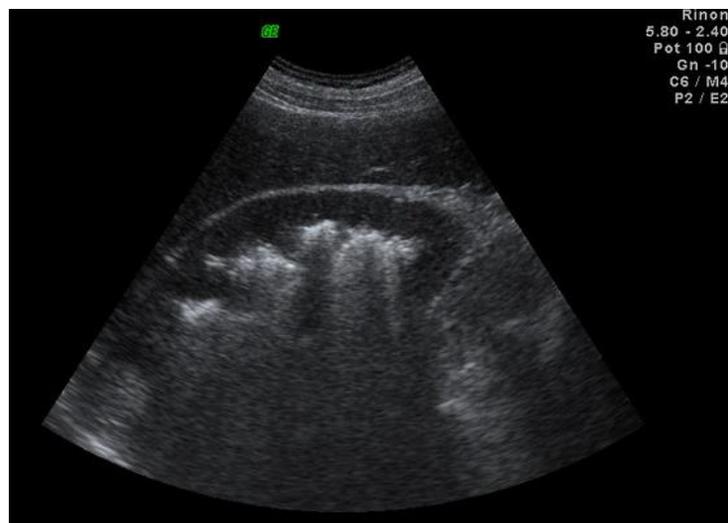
Ultrasonido renal en un corte longitudinal en el cual se aprecia artefacto de reverberación dentro del seno renal en un paciente con sospecha de pielonefritis aguda. (Imagen cortesía del Hospital General del Estado de Sonora).
